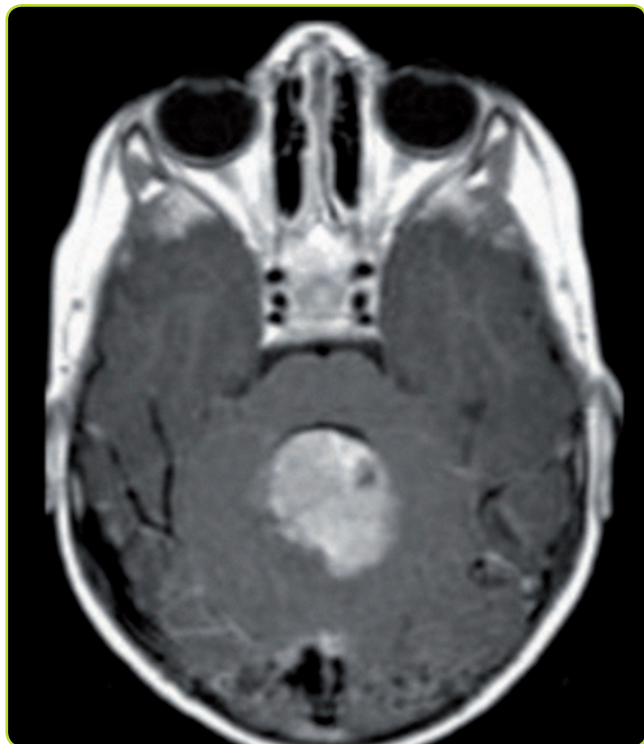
Meduloblastoma. RM axial (T1) con gadolinio mostrando una masa sólida en línea media que capta contraste y produce compresión del IV ventrículo.
